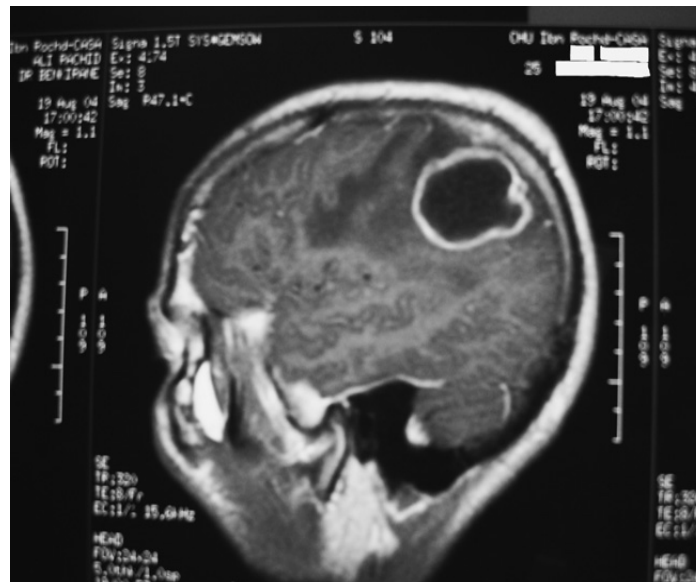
IRM cérébrale en séquence T1 montre une lésion hypo-intense, soulignée en périphérie par une intense prise de contraste en rapport avec un abcès pariétal droit (11).
